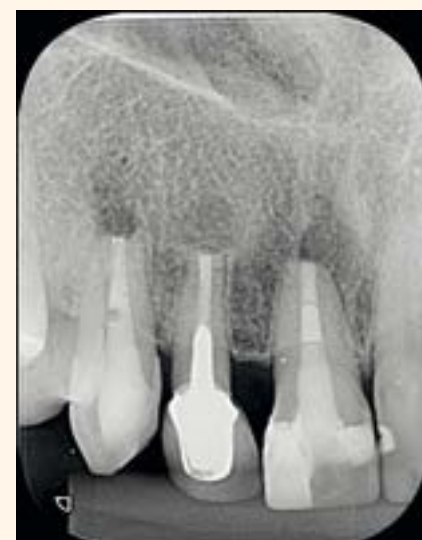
Radiografía del pos operatorio inmediato.
